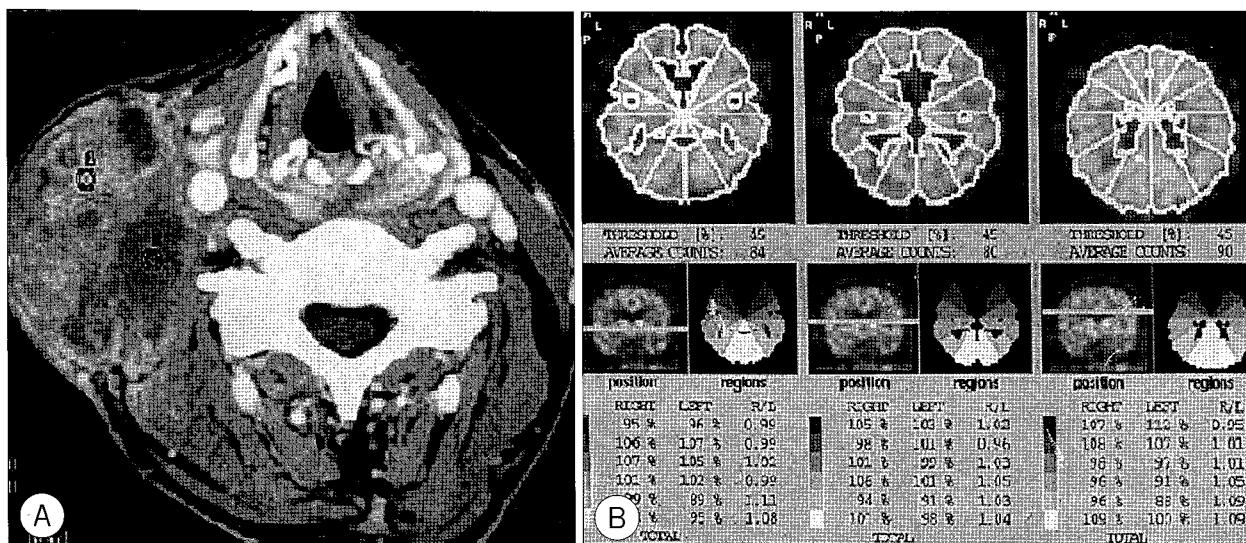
Preoperative evaluation for ligation of carotid artery. A) axial contrast-enhanced neck CT shows conglomerated metastatic lymph node that invaded right carotid artery and skin. B) Before and after Balloon occlusion test, we studied Brain SPECT for detection of difference between them.
